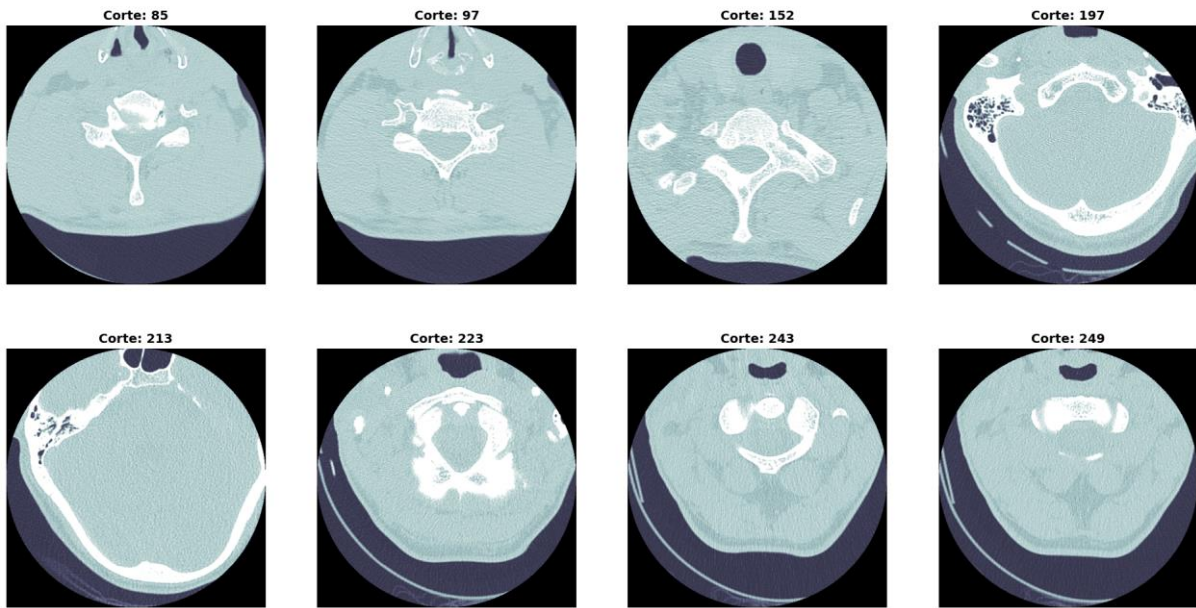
Muestreo de Tomografías de un estudio (Archivos DICOM)
